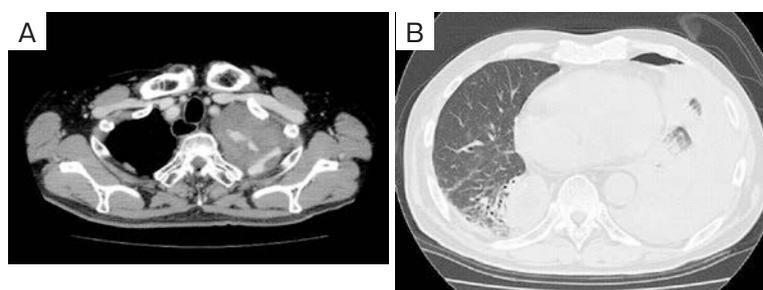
Findings of contrast-enhanced CT on arrival. (A) Extravasation of contrast agents in the left thoracic cavity at the left lung apex. (B) Left pneumothorax.
